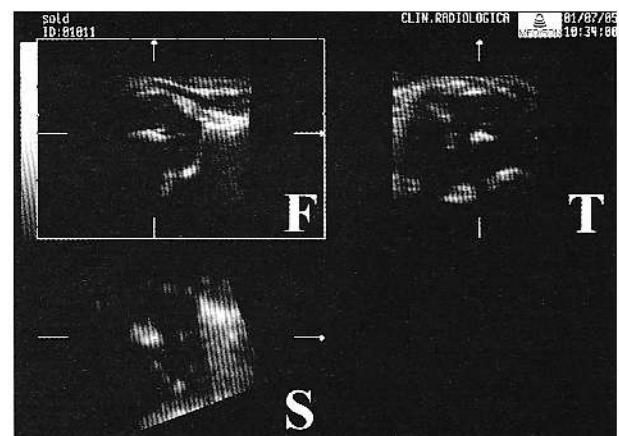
Ecografie tridimensională: F – imagine în plan frontal; T – imagine în plan transversal; S – imagine în plan sagital.
